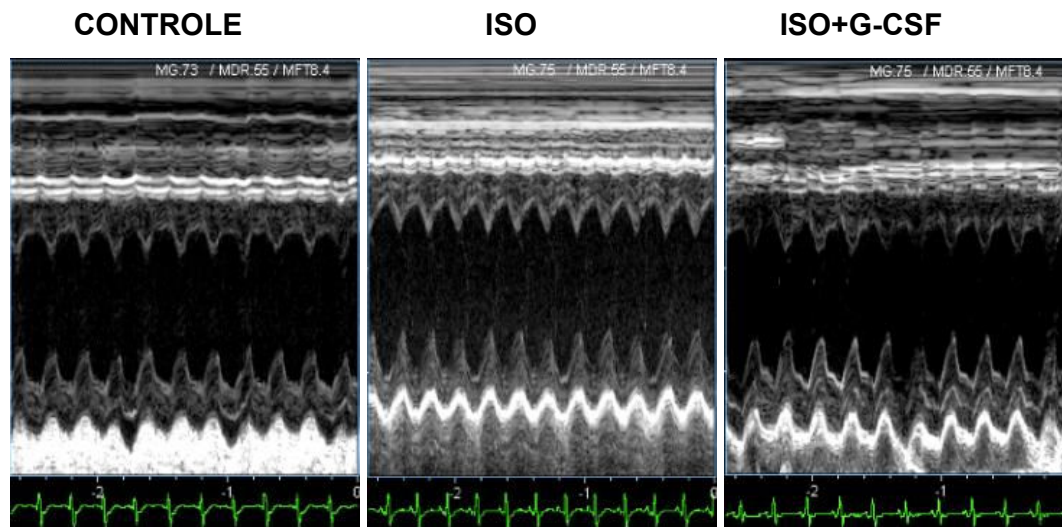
Ilustração do ecocardiograma. Cortes transversais do VE em modo M.
